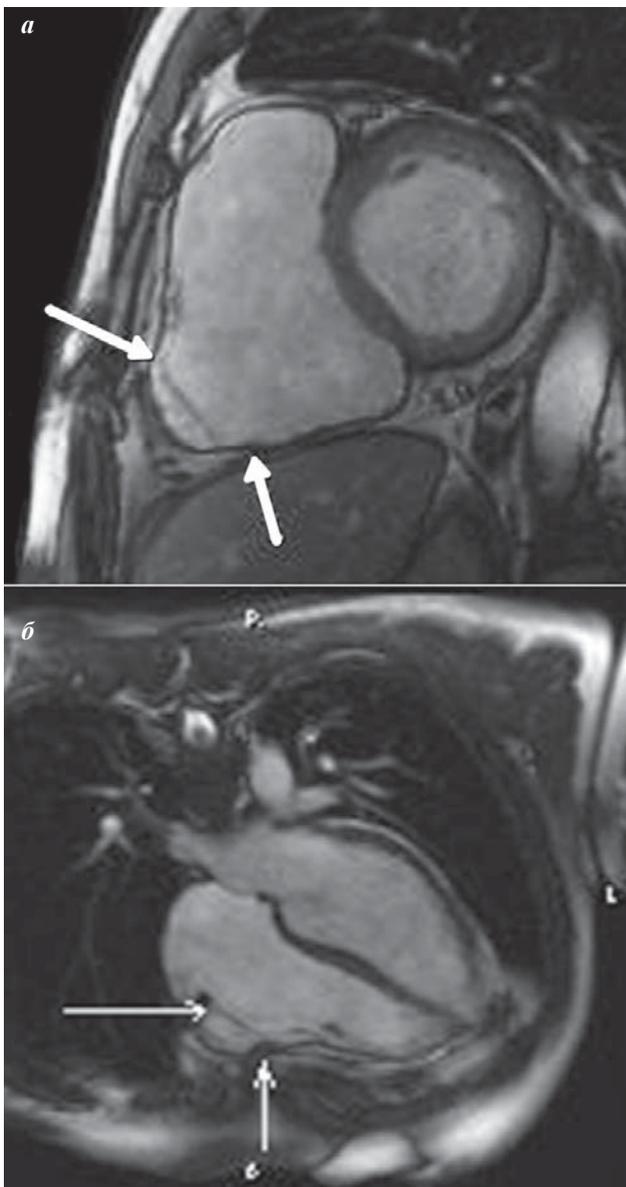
Результаты магнитно-резонансной томографии с контрастированием и функцией жироподавления (аневризма стенки правого желудочка в базальных отделах указана стрелками): а - боковая проекция, б - сагитальная проекция.
